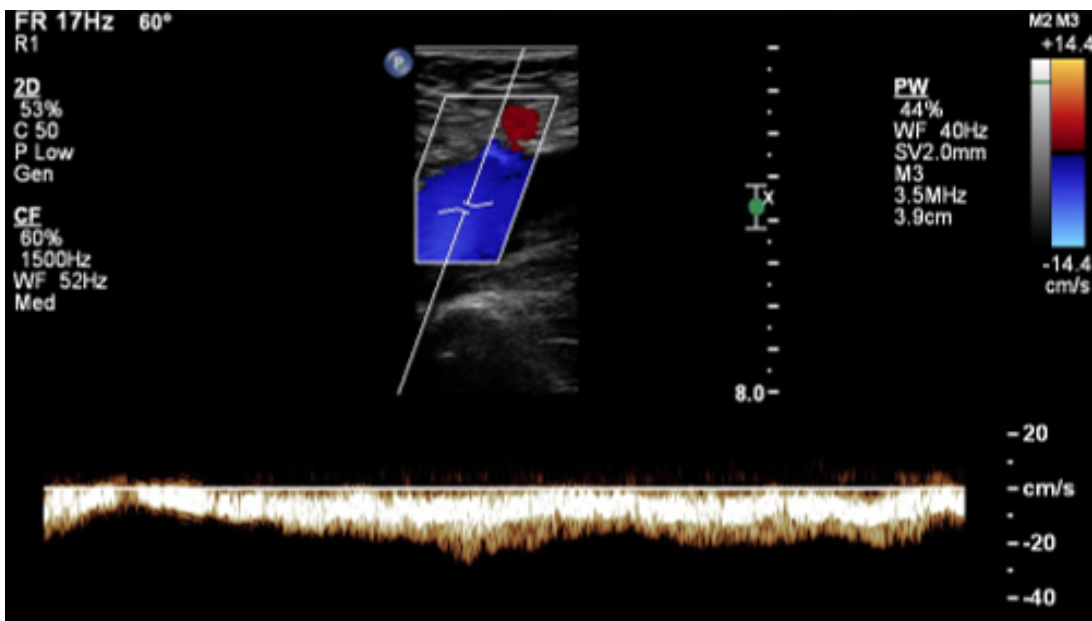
Doppler colorido e pulsado espectral da transição entre as veias femoral comum e íliaca externa à esquerda
